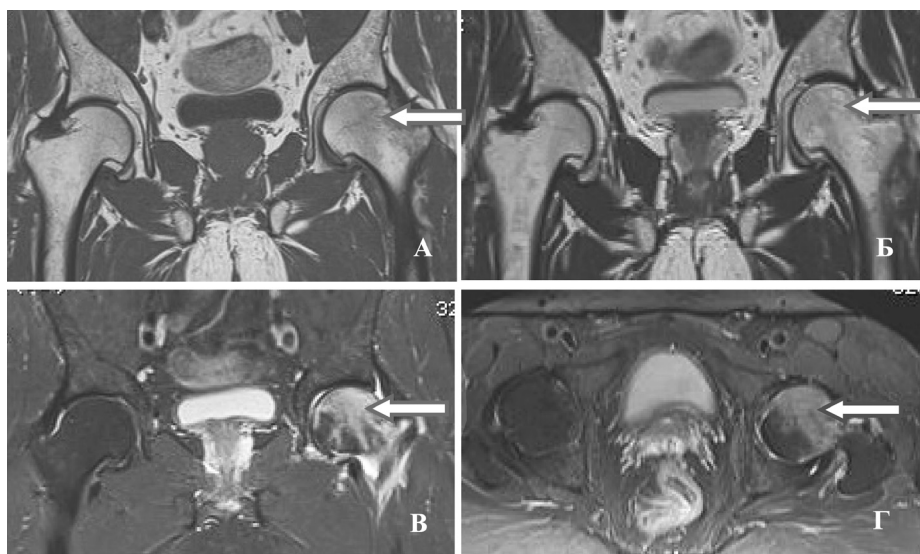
МР-томограммы тазобедренных суставов пациента Г., 52 г. с остеонекрозом головки левого бедра: А – T1 cor, Б – T2 cor, В – STIR cor, Г – STIR ax; зона отека костного мозга отмечена стрелками)
